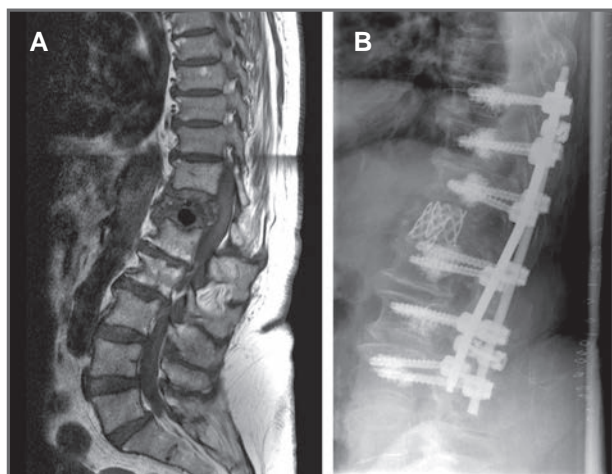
A. Corte sagital de RM tras realizar la vertebroplastia en T12, con aplastamiento grave y compresión medular. B. Rx de la columna torácica lateral en la que se observan la corpectomía de T12, los cilindros de Moss entre T11-L1 y la artrodesis posterolateral de T9-L3.
